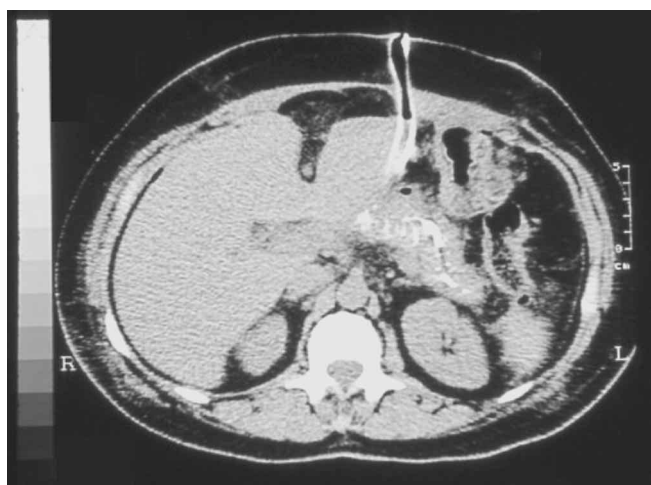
La TC mostra il dotto di Wirsung e i dotti secondari completamente occlusi dalla colla sintetica. Solo in questo caso la colla è stata miscelata con lipiodol (soluzione radio-opaca) per rendere radio opaco il Glubran. Il drenaggio è ancora in sede.
